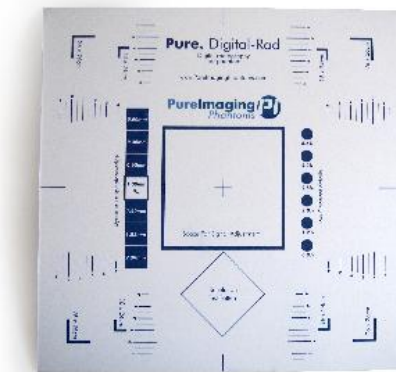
Phantom de radiografía general y fluoroscopia
